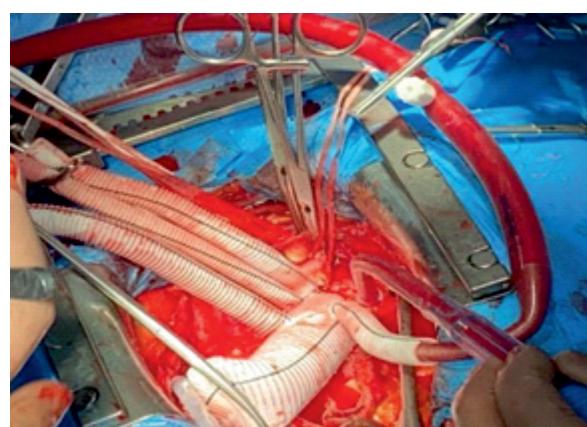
Сдвоенная артериальная система, реперфузия и согревание
